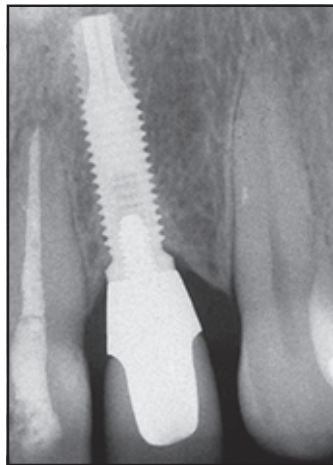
(rechts) Das Röntgenbild zeigt eine stabile Osseointegration des Implantats.
